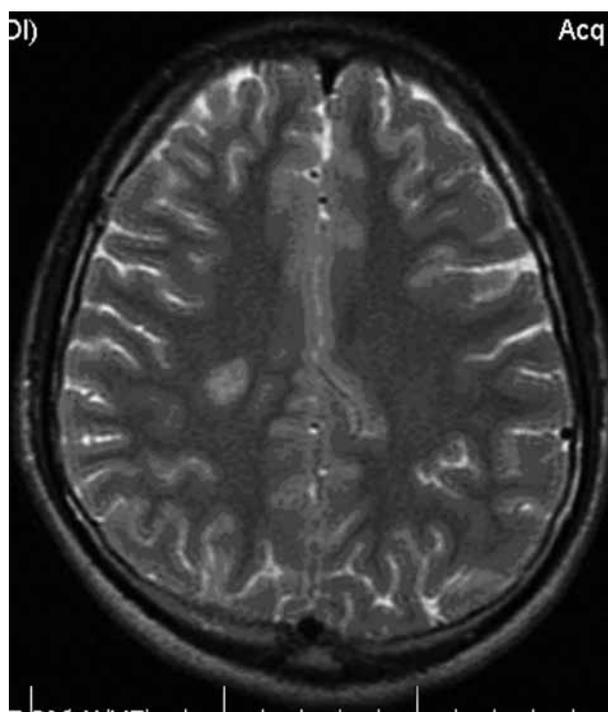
Гиперинтенсивный очаг в белом веществе правой лобной доли. Аксиальная магнитно-резонансная томограмма в последовательности T2 FSE
